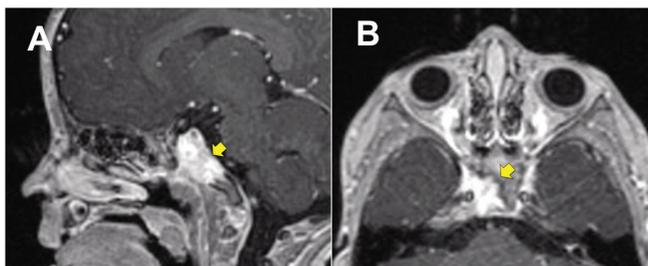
y 1 b. Resonancia magnética con medio de contraste en corte sagital (A) y corte axial (B) de paciente de 2 años con tumor que compromete el clivus superior y medio derechos, compatible con Histiocitosis de células de Langerhans.
